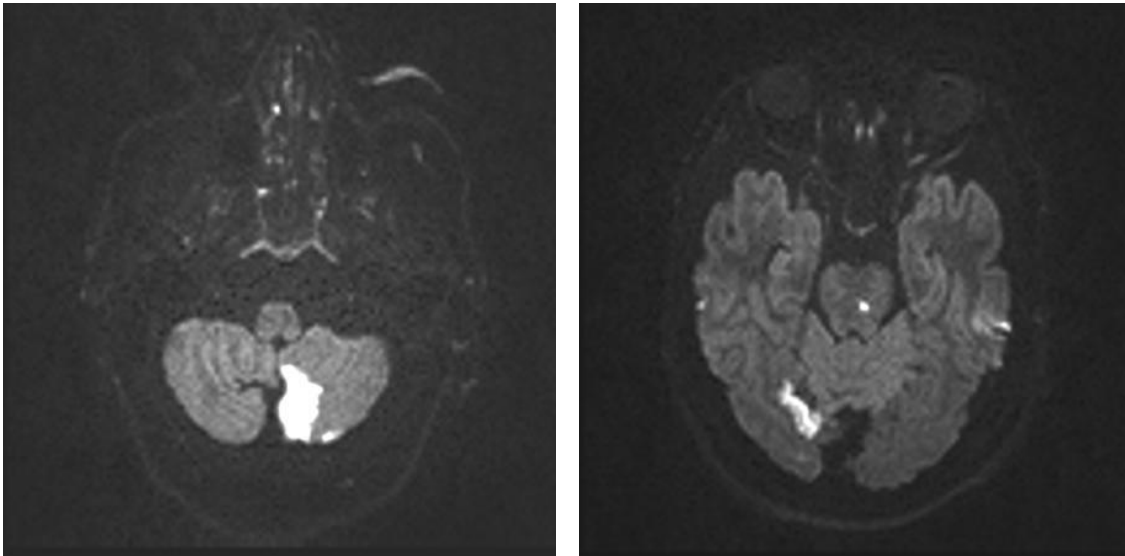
RNM, secuencia DWI. En la primera imagen se observa un infarto de cerebelo derecho; y en la segunda, un infarto occipital derecho.
